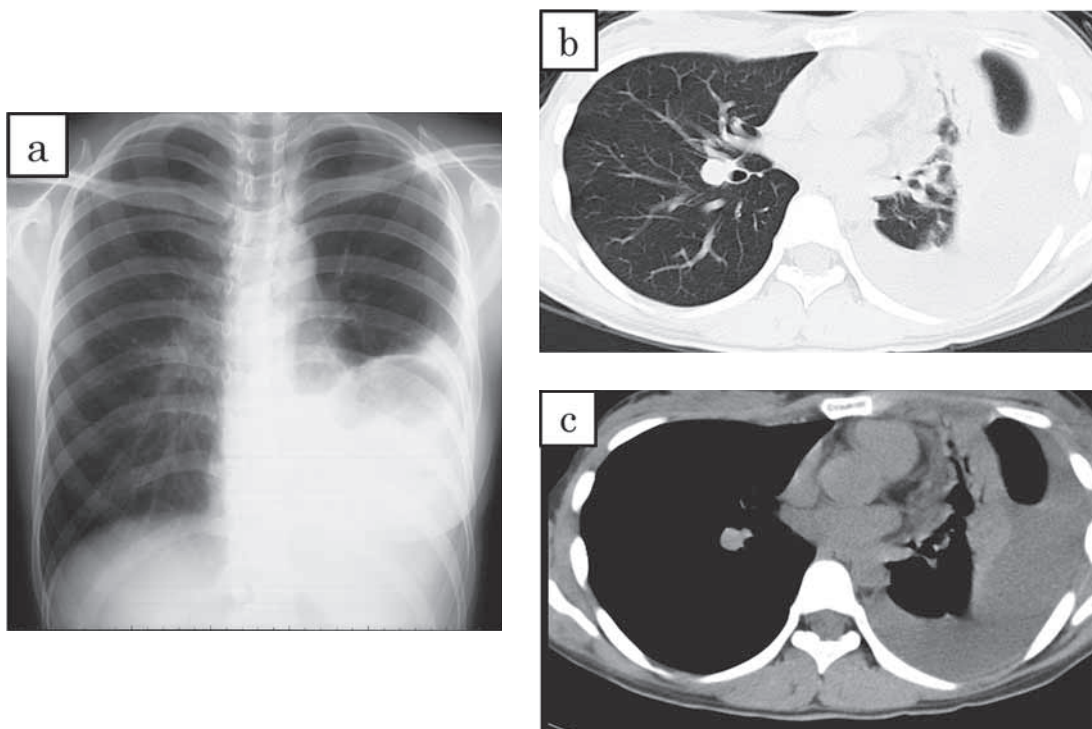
Chest X-ray (a) and CT scan (b, c) findings on admission showed massive left pleural effusion but no intrapulmonary lesion and lymphadenopathy.
